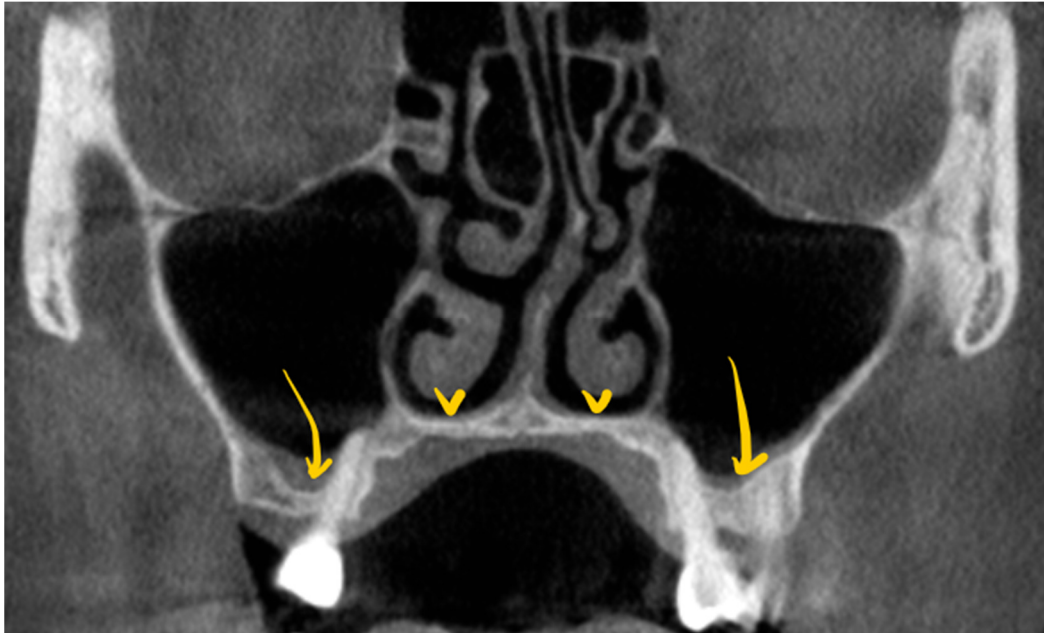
Secțiune CBCT coronală. Planșeul antral (săgeți) mai coborât față de planșeul nazal (vârfuri de săgeți).
